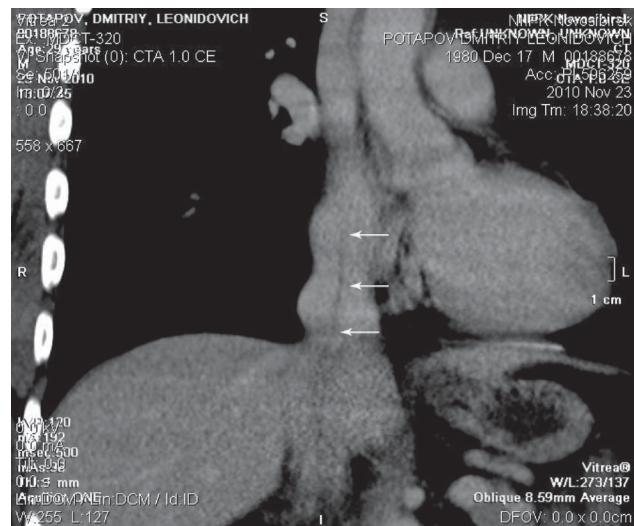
МСКТ верхней полой вены, стрелками показана гиподенсивная структура, соответствующая локализации подключичного катетера (прямая проекция)
